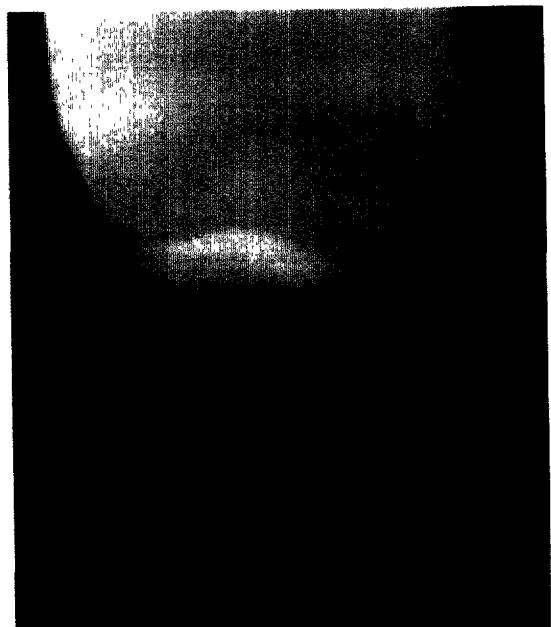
경부 전후 방사선 촬영에서 양측에 피하기종이 관찰됨(증례 2)
